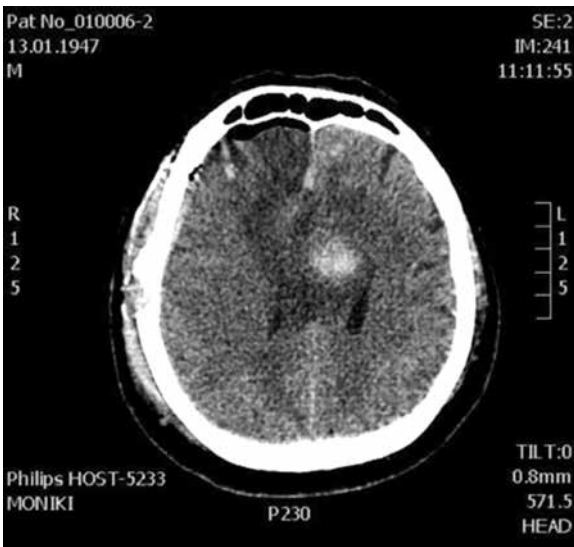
Разрыв аневризмы передней мозговой артерии, внутрижелудочковое кровоизлияние по данным рентгеновской компьютерной томографии головного мозга
